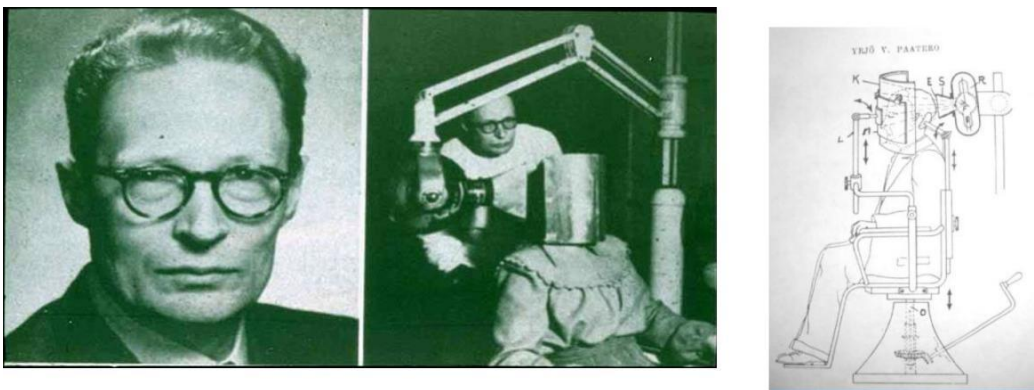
Yrjö Veli Paatero tomando una radiografía panorámica²
